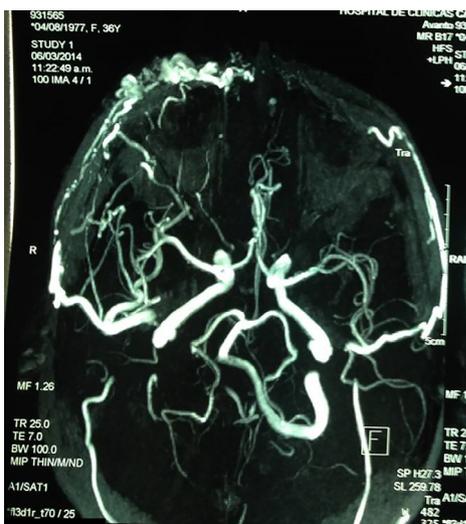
Angiotomografia. Vasos aferentes: carótida externa direita. Drenagem venosa: veias faciais e veias oftálmicas homolaterais.
